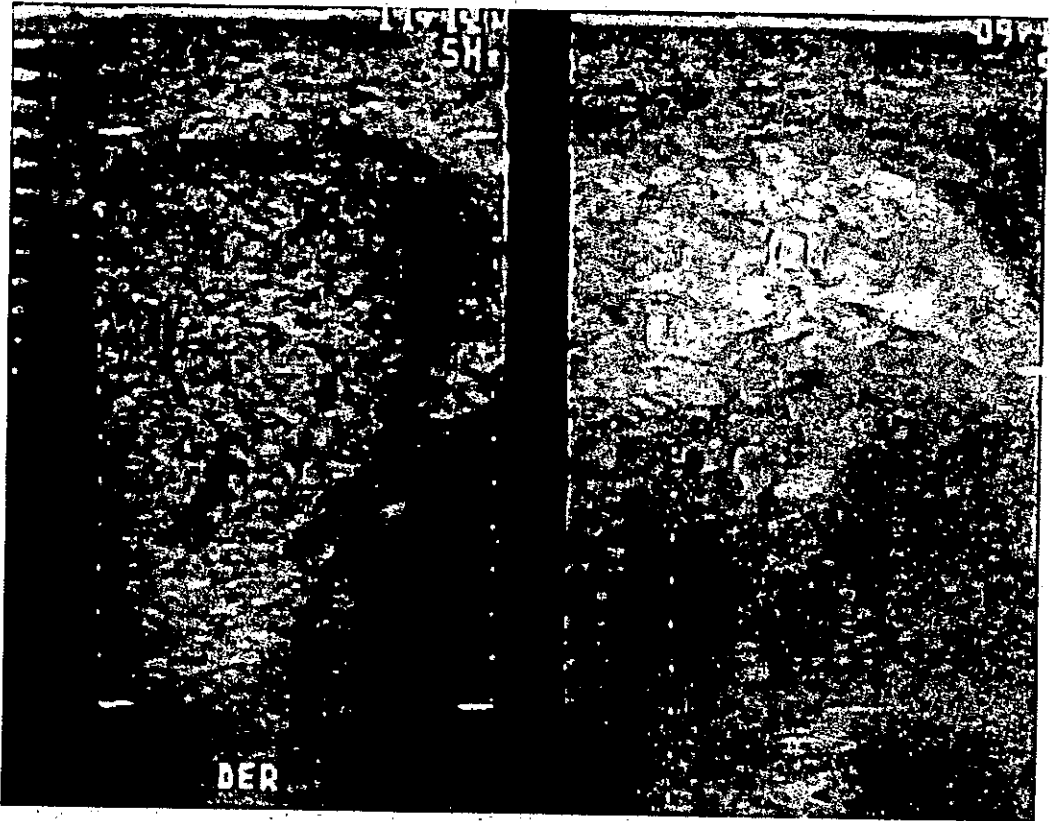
seminoma. Con Doppler color se observa hipervascular.
